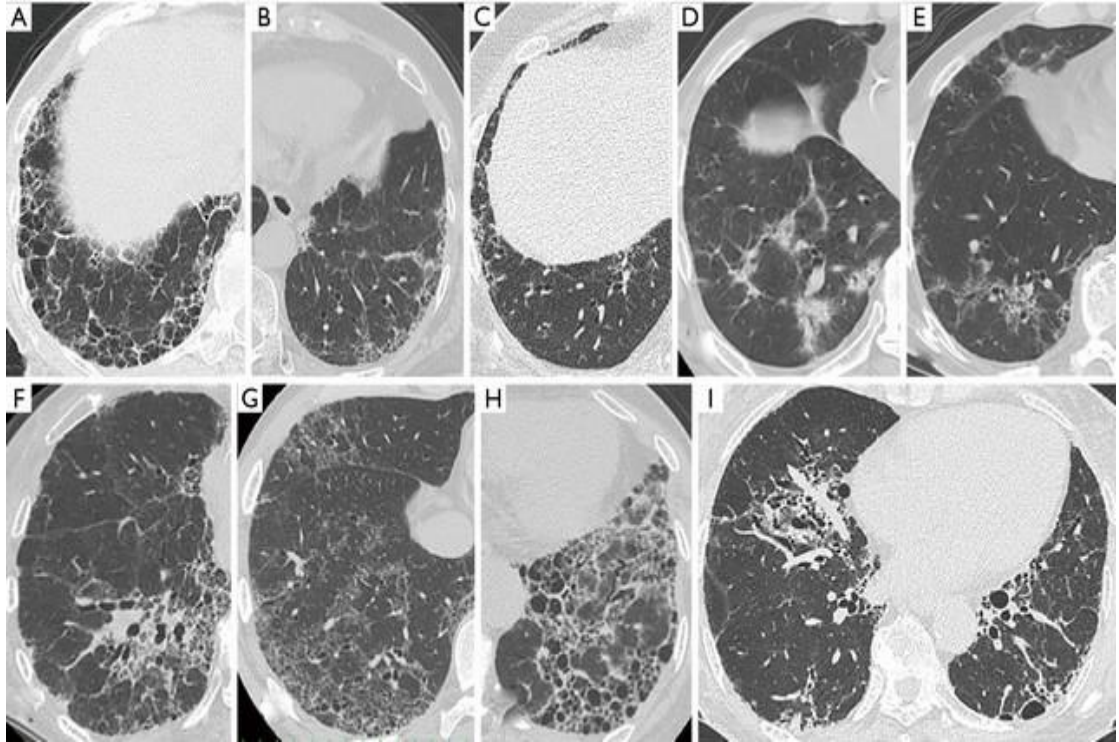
Imagens de tomografia computadorizada demonstrando os padrões de doença pulmonar intersticial (YAMAKAWA et al., 2019).
